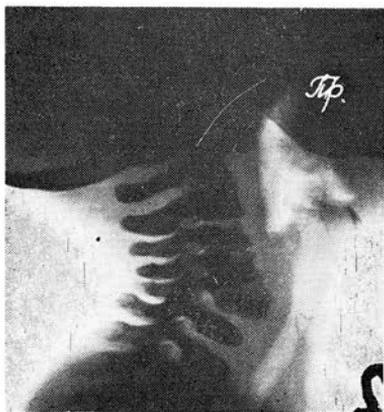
Рентгенограмма шейного отдела позвоночника в боковой проекции Т., 1 г. 7 мес., с последствиями родового повреждения позвоночника и спинного мозга. Перелом-вывих на уровне CIV—CV.
